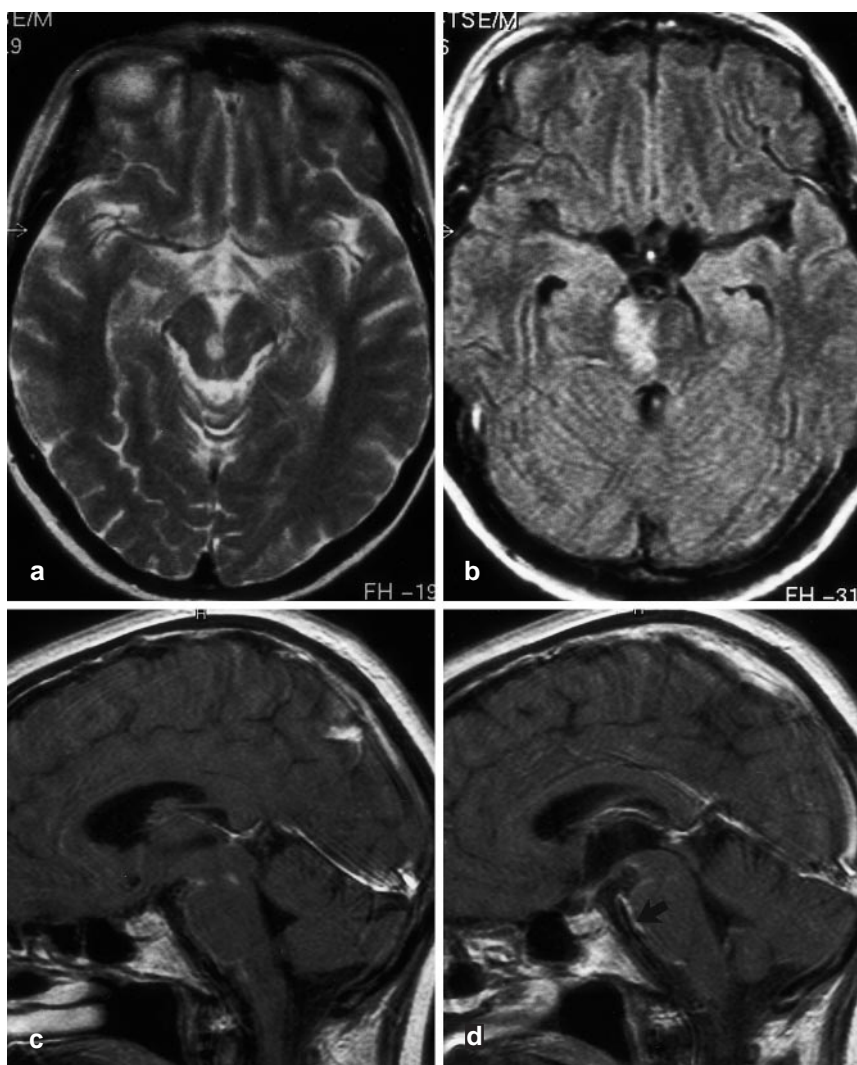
▲ a 17.09.97: T2 gewichtete Turbo-Spinecho-Sequenz. Man sieht eine Mittelhirnläsion paramedian rechts rostral des Aquäduktes. b–d 24.09.97: T2 gewichtete FLAIR-Sequenz (b) und T1 gewichtete Spinecho-Sequenz nach Kontrastmittelgabe (c, d). Nachweis eines zwischenzeitlich aufgetretenen, frischen Ponsinfarkts rechts (b). Jetzt ist eine Kontrastmittel aufnehmende Läsion im Mittelhirn nachweisbar. Es besteht eine leptomeningeale Kontrastmittelaufnahme, besonders gut sichtbar an der Oberfläche von Mesencephalon, Pons und Medulla oblongata (c, d). Eine kräftige Kontrastmittelaufnahme besteht auch unmittelbar angrenzend an die A. basilaris (d, Pfeil)
